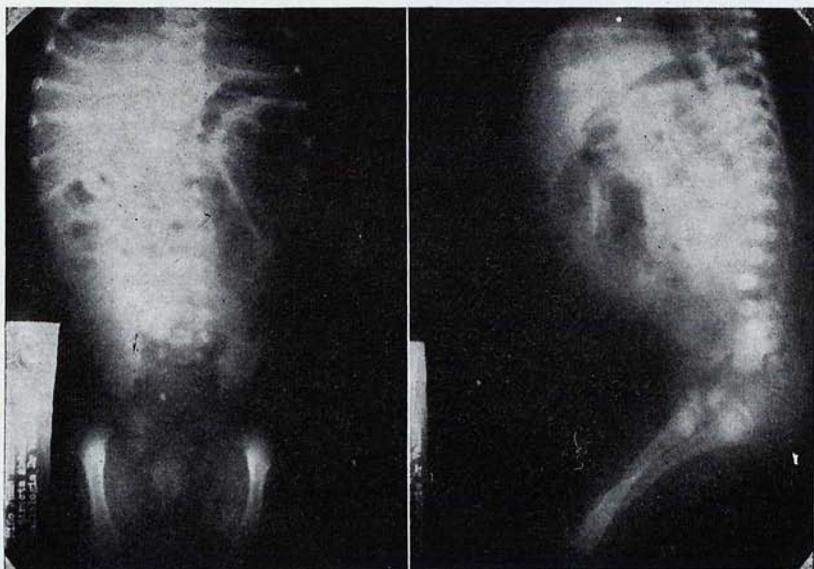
Radiografías efectuadas el 18-II-64. Se comprueba que existen en el cuadrante superior izquierdo varias asas de intestino delgado distendidas por gas. En cambio, en la porción paraumbilical derecha existe otra asa en "morcilla" con ausencia de asas con gas en esta región y un aumento de su opacidad radiológica. El colon descendente está espasmodizado y rechazado hacia el lado izquierdo. La proyección lateral confirma la suboclusión del intestino delgado con elevación y compresión del estómago (Dr. Vallribera).
